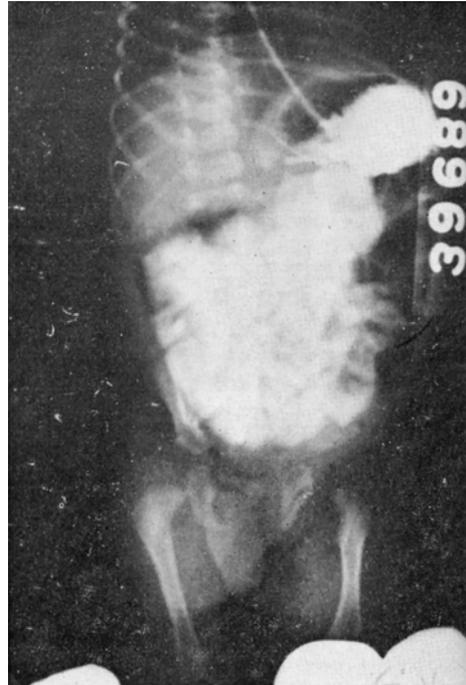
Radiografía tomada a las 96 hora de nacida. Muestra dilatación asas intestinales y colon, no hay niveles líquidos y medio de contraste se visualiza en el lumen intestinal.
